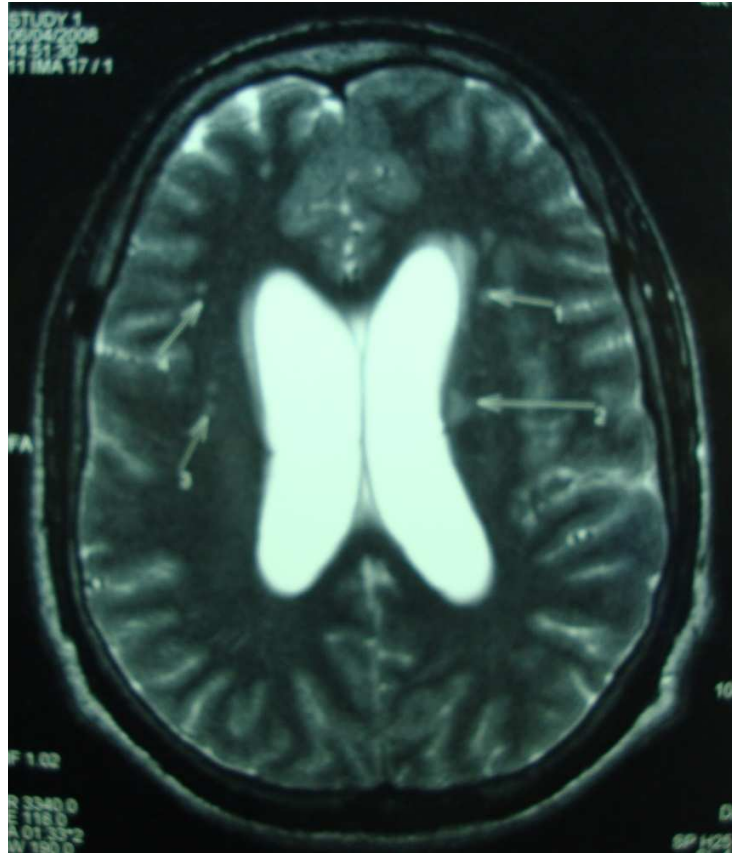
IRM encéphalique en coupe axiale T2 de PC montrant plusieurs images en hyposignal au niveau du thalamus et noyau lenticulaire avec présence d'une dilatation ventriculaire. (N°5)
